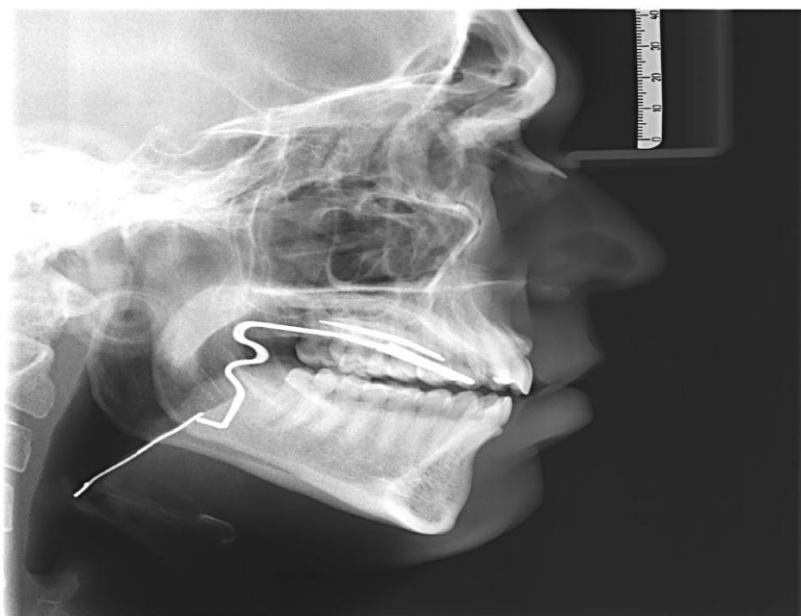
Telerradiografia de controle da posição da mola do AIO de controle lingual¹²
